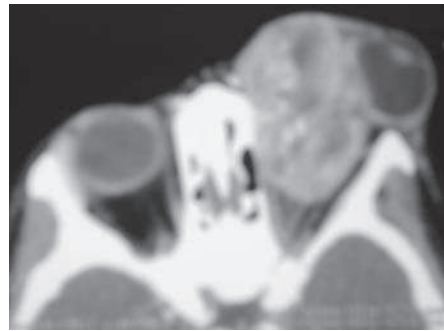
TDM axiale Rhabdomyosarcome intra orbitaire gauche
